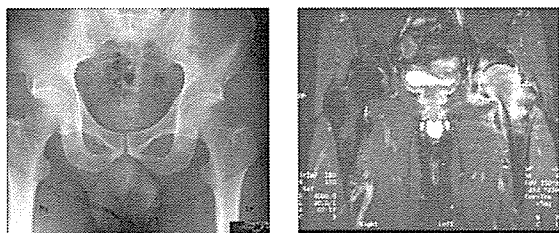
症例 3 単純X線像及び脂肪抑制T2 強調像
